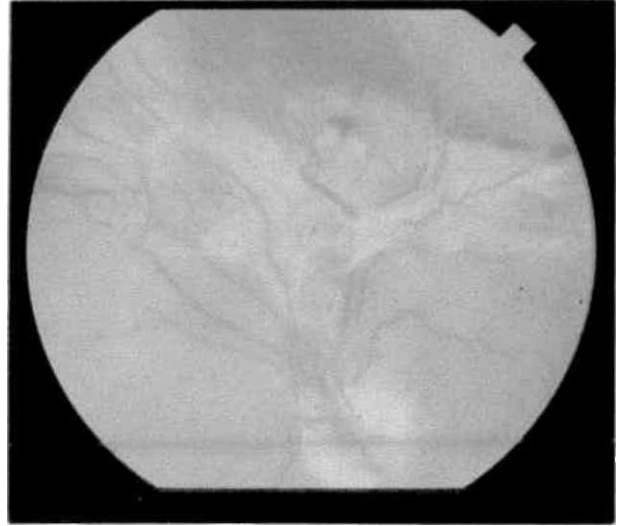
Anjiyografide disk neovaskülarizasyonu
